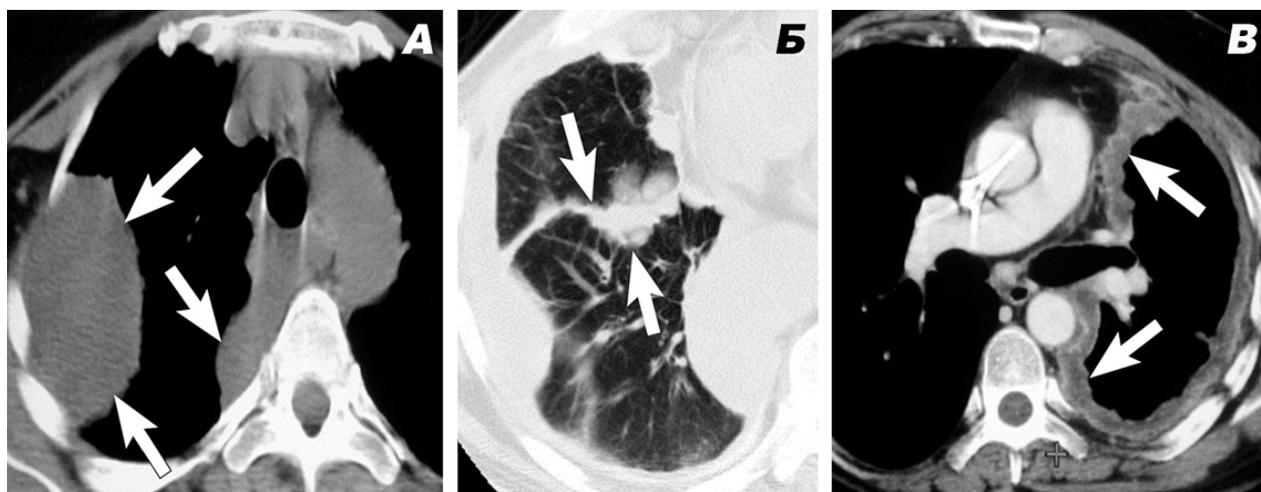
КТ-признаки ЗМП, пояснения в тексте. Из Wang Z. 2004 [38].
